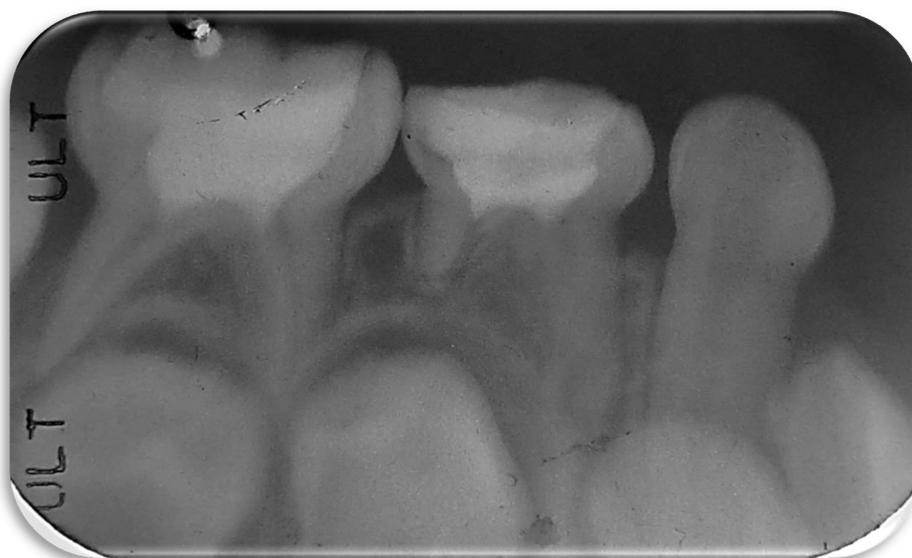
radiografía de pieza 85 IRL por oclusal compatible con tratamiento de pulpotomía, pieza 84 IRL por oclusal compatible con tratamiento de pulpotomía con reabsorción radicular en mas de 2/3 de raaz.
